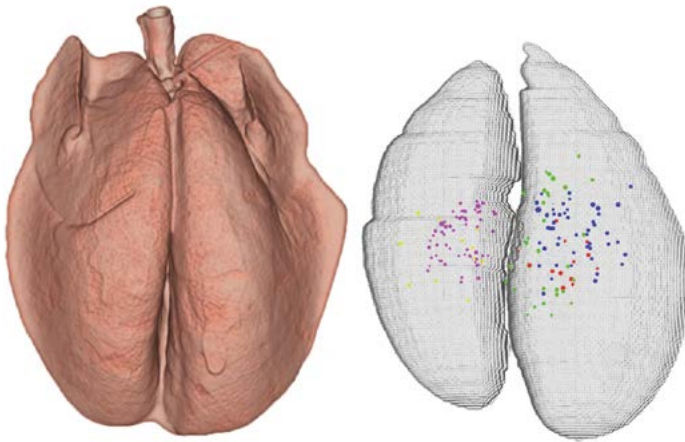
Esquerra*: imatge de la superfície d'uns pulmons de *minipig* obtinguda per TAC. *Dreta*: localització i mida de les lesions obtingudes de l'anàlisi per TAC de cinc pulmons de *minipig* amb infecció tuberculosa latent.
